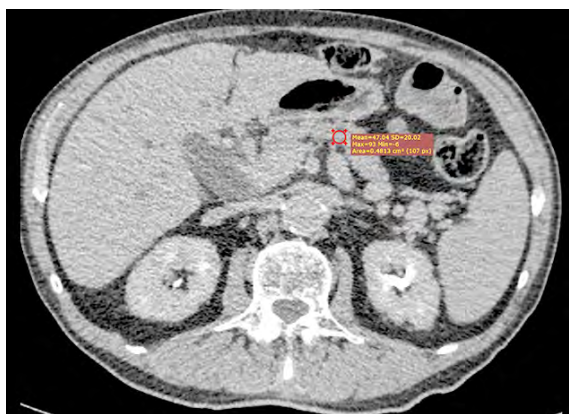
МСКТ. Підсилені зображення в пізній артеріальній фазі для ідентифікації та виключення проток і судин підшлункової залози.
